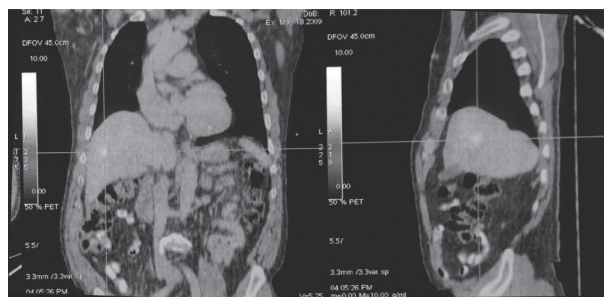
PET-CT mostrando aumento focal da concentração de ¹⁸F-FDG em parênquima hepático
